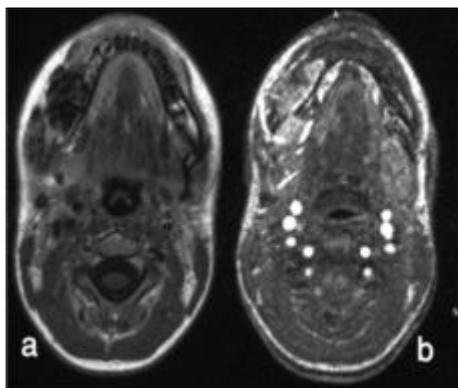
IRM du massif facial : séquence T1 avec injection de Gado (a) et Angio IRM (b) en coupes axiales: multiples structures serpigneuses vides de signal au niveau de la branche horizontale droite et des parties molles en regard.
